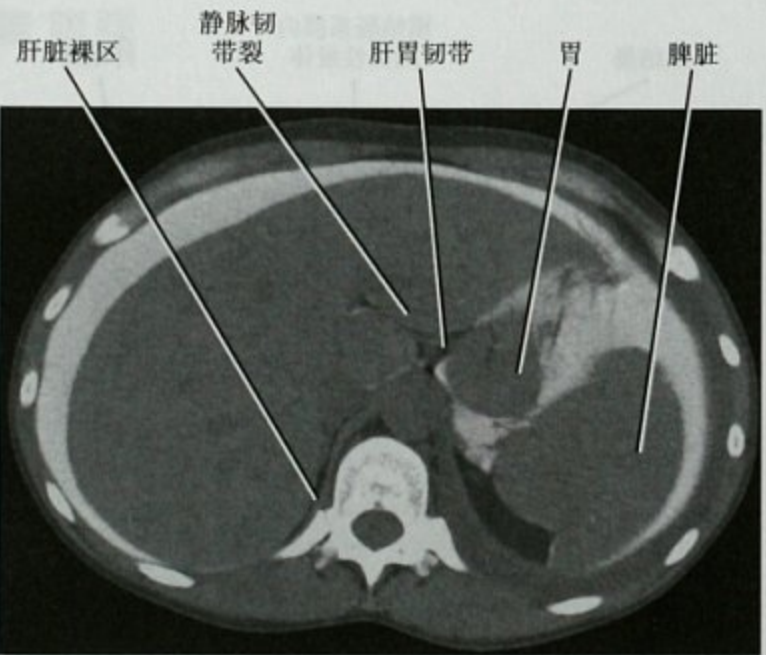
腹膜腔内注入对比剂后的横断位 CT 图像
